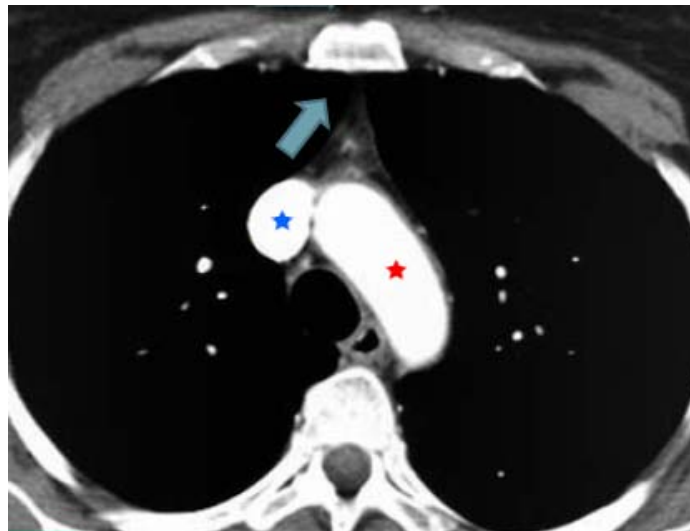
coupe axiale d'une TDM thoracique passant par la crosse de l'aorte.
